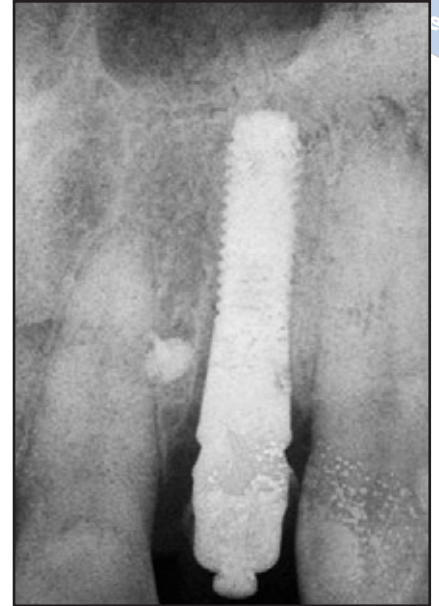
und 7b Röntgenaufnahmen, die am Tag der Eingliederung der provisorischen Krone angefertigt wurden; (links) der umlaufende und (rechts) der bukkale Defekt.
